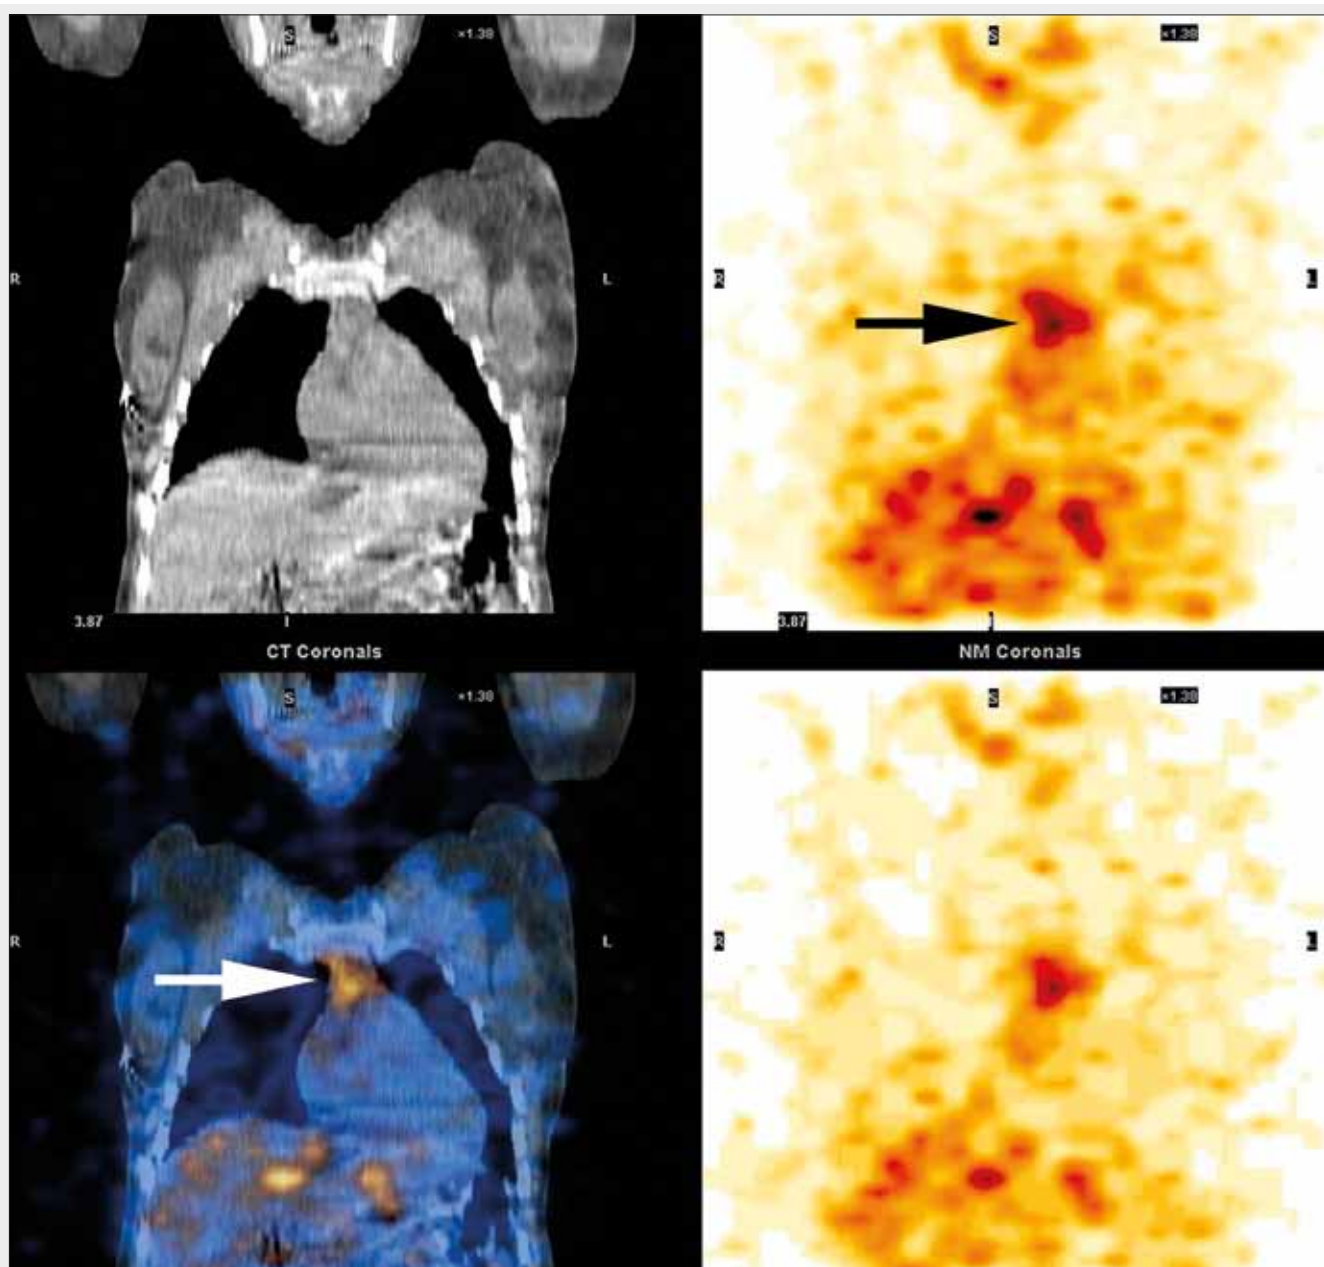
SPECT, CT a SPECT/CT hrudníku po opakovaném podání  $^{131}\text{I}$ , transversální (axiální) řezy. Akumulace  $^{131}\text{I}$  v aktivovaném thymu na základě rebound fenomenu po opakované léčbě radioaktivním jodem.
